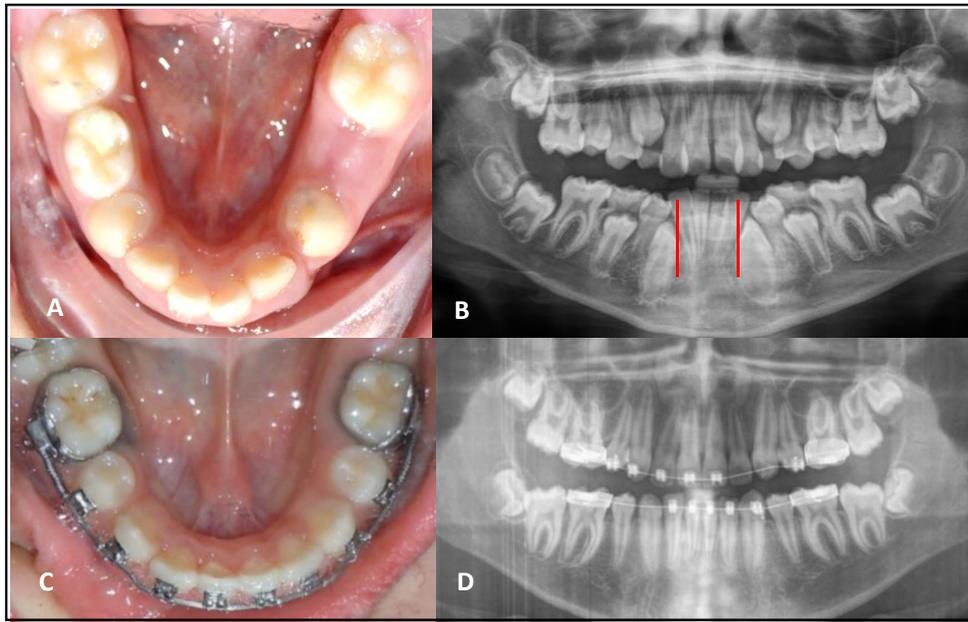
Área apical mandibular anterior pequeña. A. Arco dentario inferior con apiñamiento severo en dentición mixta. B. Radiografía panorámica en dentición mixta donde refleja caninos permanentes inferiores marcadamente inclinados hacia lingual y angulados mesialmente. C. Arco inferior con alineamiento dentario en dentición permanente. D. Radiografía panorámica con dentición permanente ocupando el espacio dejado por la extracción de 34, 44. Fuente: Postgrado de Odtodoncia UC, Res. Semiramis Villalobos
